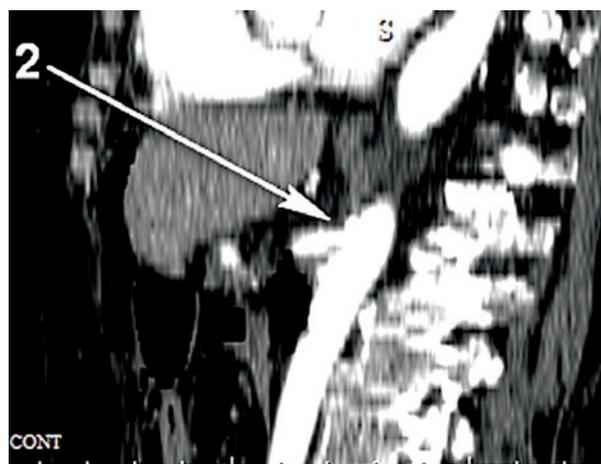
КТ на 1-е сутки после операции (аксиальный и сагиттальный срезы). 1, 2 – реимплантированный участок верхней брыжеечной артерии, анастомоз с аортой, контраст поступает в верхнюю брыжеечную артерию ортоградно.
